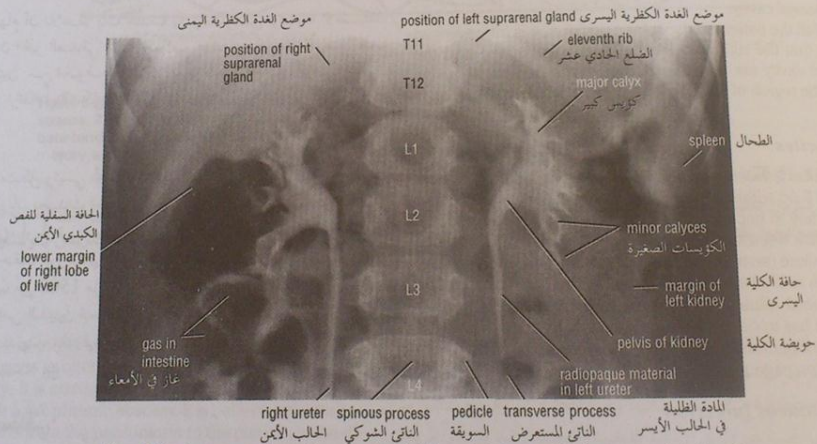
Anteroposterior radiograph of both kidneys 15 minutes after intravenous injection of an iodine-containing compound. The calyces, the renal pelvis, and the upper parts of the ureters are clearly seen (5-year-old girl).
